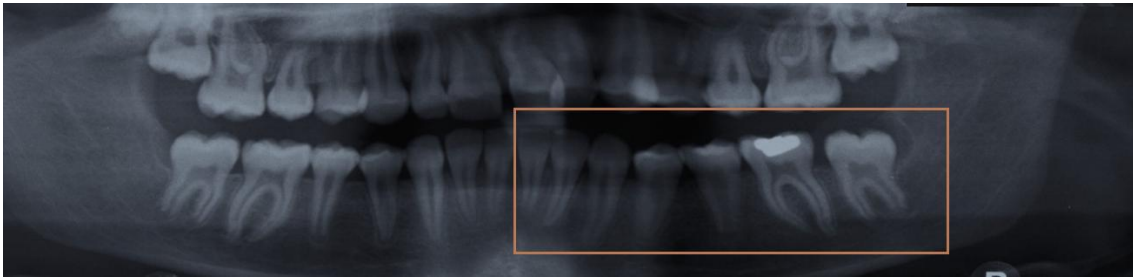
Ortopantomografia a ilustrar o 3º quadrante com os 7 dentes mandibulares segundo Demirjian (adaptado de Cunha, *et al.*, 2022).
